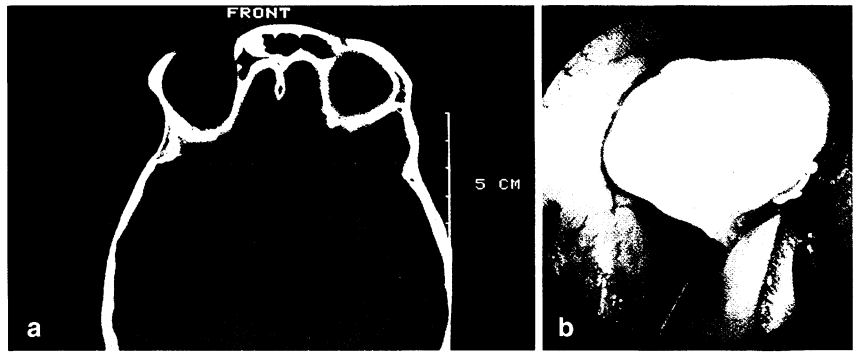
Pat W. Th., männl., 31 J., endonasale mikroendoskopische Resektion eines Osteoidfibroms der Rhinobasis mit Duraplastik. a Hochauflösungs-CT koronal mit dem Tumor am Siebbeindach. b Tumorblockpräparat einschließlich benachbarter Schädelbasis. c CT-Rekonstruktion koronal, Zustand nach Tumorentfernung und Rekonstruktion der Dura mit lösungsmittelgetrockneter Hirnhaut
